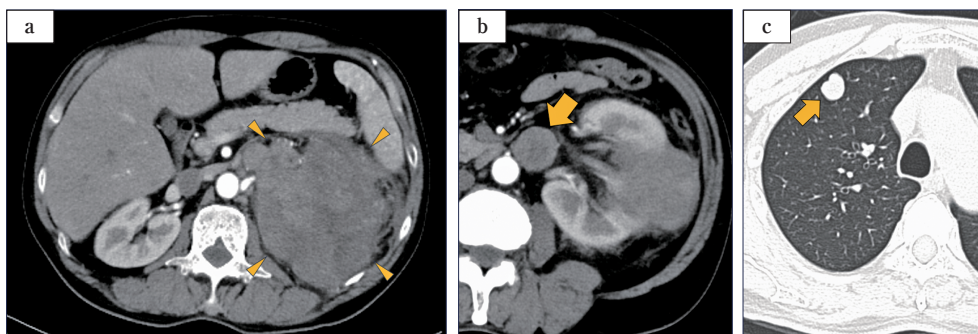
Contrast-enhanced CT revealed an 18 cm tumor with an irregular margin in the upper pole of the left kidney, exhibiting early enhancement and delayed washout (a). Additionally, multiple nodular lesions were observed in the aortic lymph nodes and both lungs, raising suspicion of metastasis (b, c).
